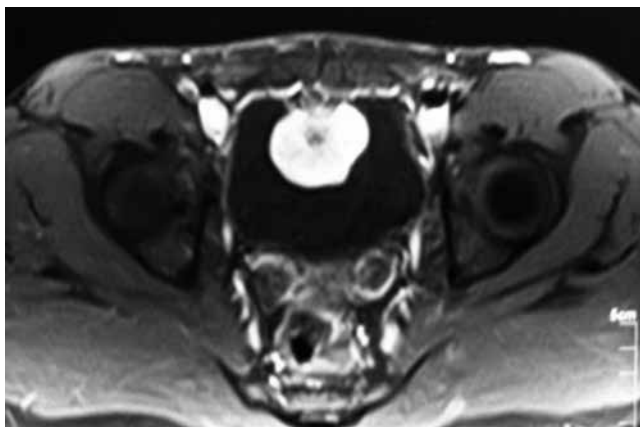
Paraganglioma vesical en resonancia magnética (lesión hiperintensa en T2).
